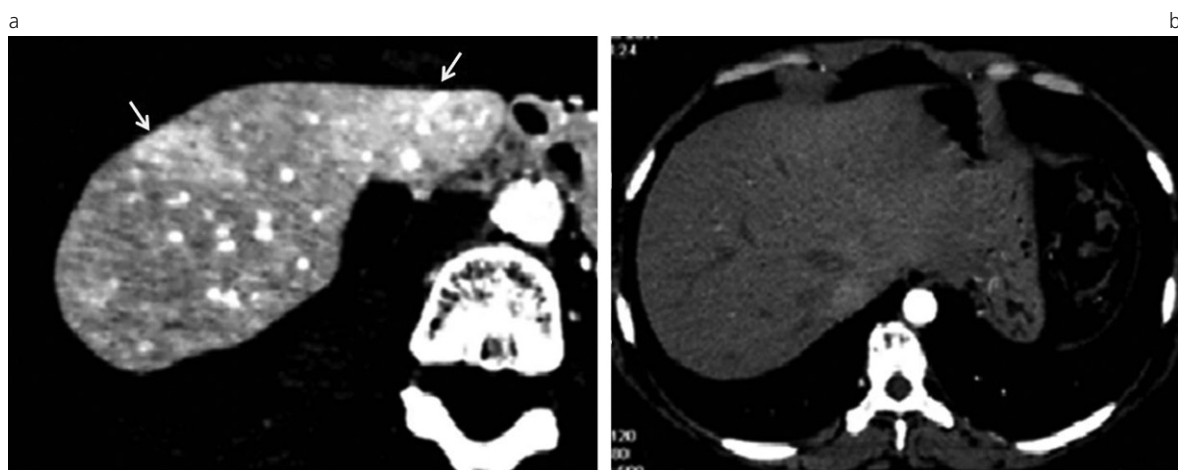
A la izquierda, grandes masas vasculares confluentes en una paciente mujer de 59 años de edad con diagnóstico de THH. Plano axial en fase arterial de TC de abdomen en donde se observan, a nivel del lóbulo hepático izquierdo y en el segmento VIII, dos grandes áreas de realce que persisten en la fase venosa del estudio (flechas). A la derecha y como comparación, nótese la falta de realces patológicos en un hígado normal en fase arterial.
